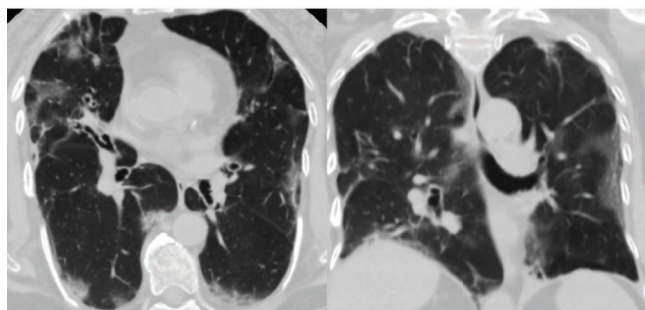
КТ легких на 17-й день болезни: воспалительные интерстициальные изменения в прежнем объеме с нарастанием их интенсивности
